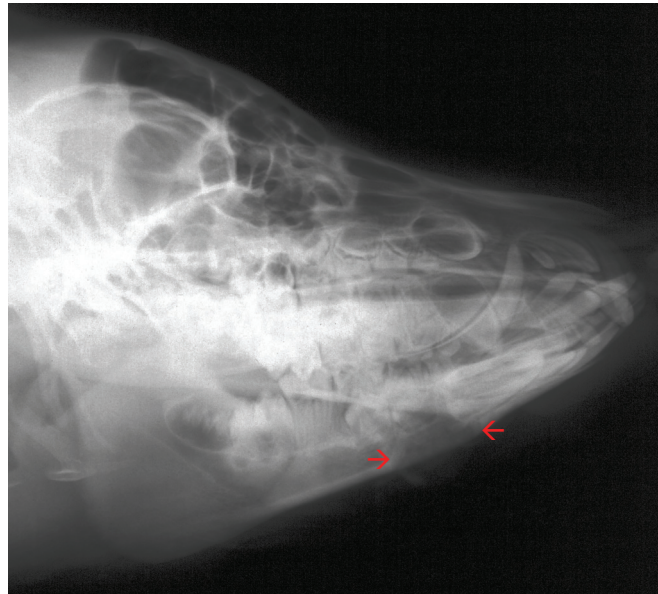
Postoperative Röntgenaufnahme des Unterkiefers in Lateralaufnahmetechnik (Pfeile markieren die Defektregion)
